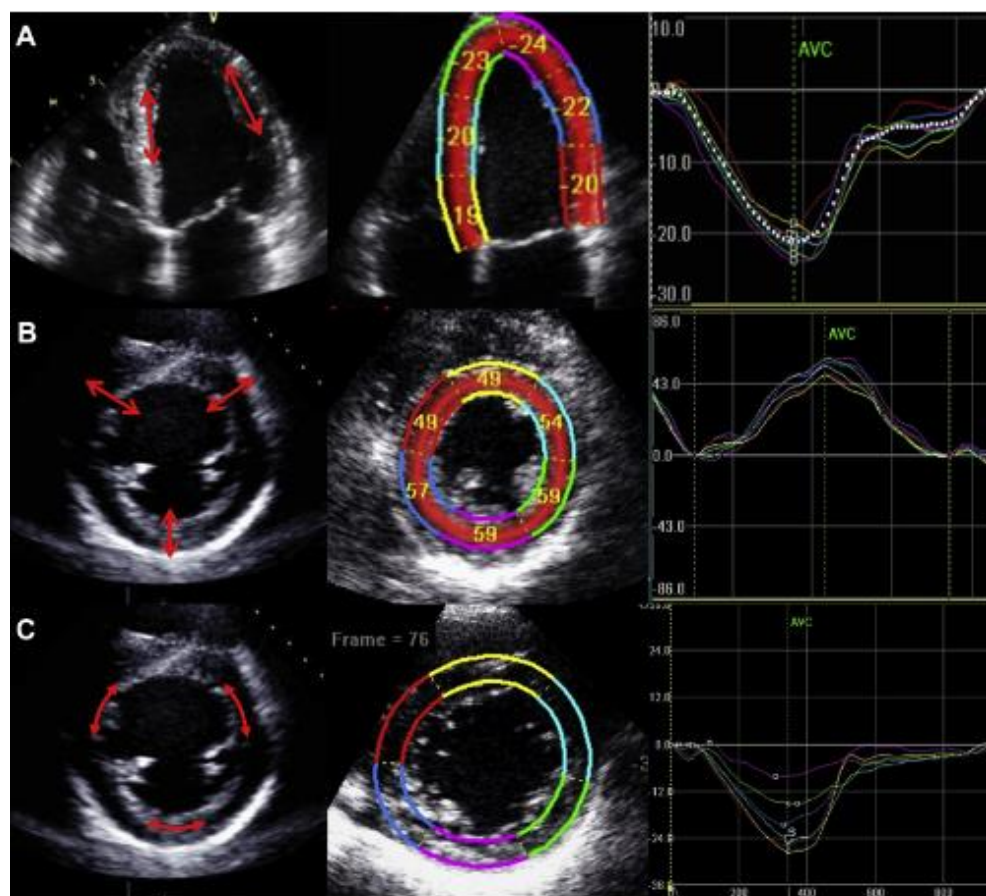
Speckle tracking par Échocardiographie (a). Déformation longitudinale globale (DLG), (b). Déformation radiale globale (DRG), (c). Déformation circonférentielle globale [86].
